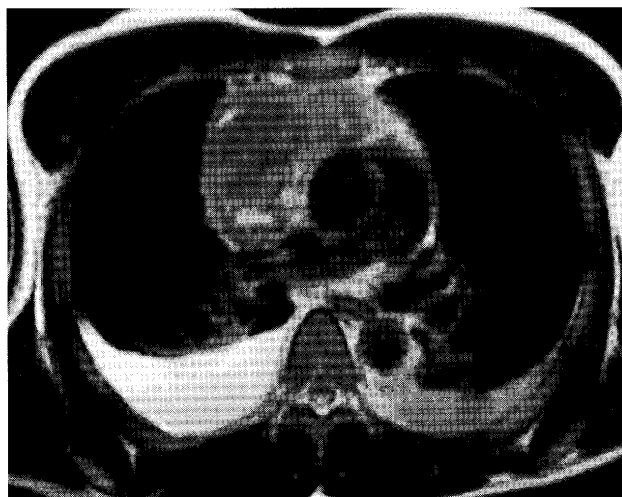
Chest MRI demonstrated a lobulated tumor measuring $9.0 \times 5.5 \times 10.0$ cm with bilateral pleural effusion.
